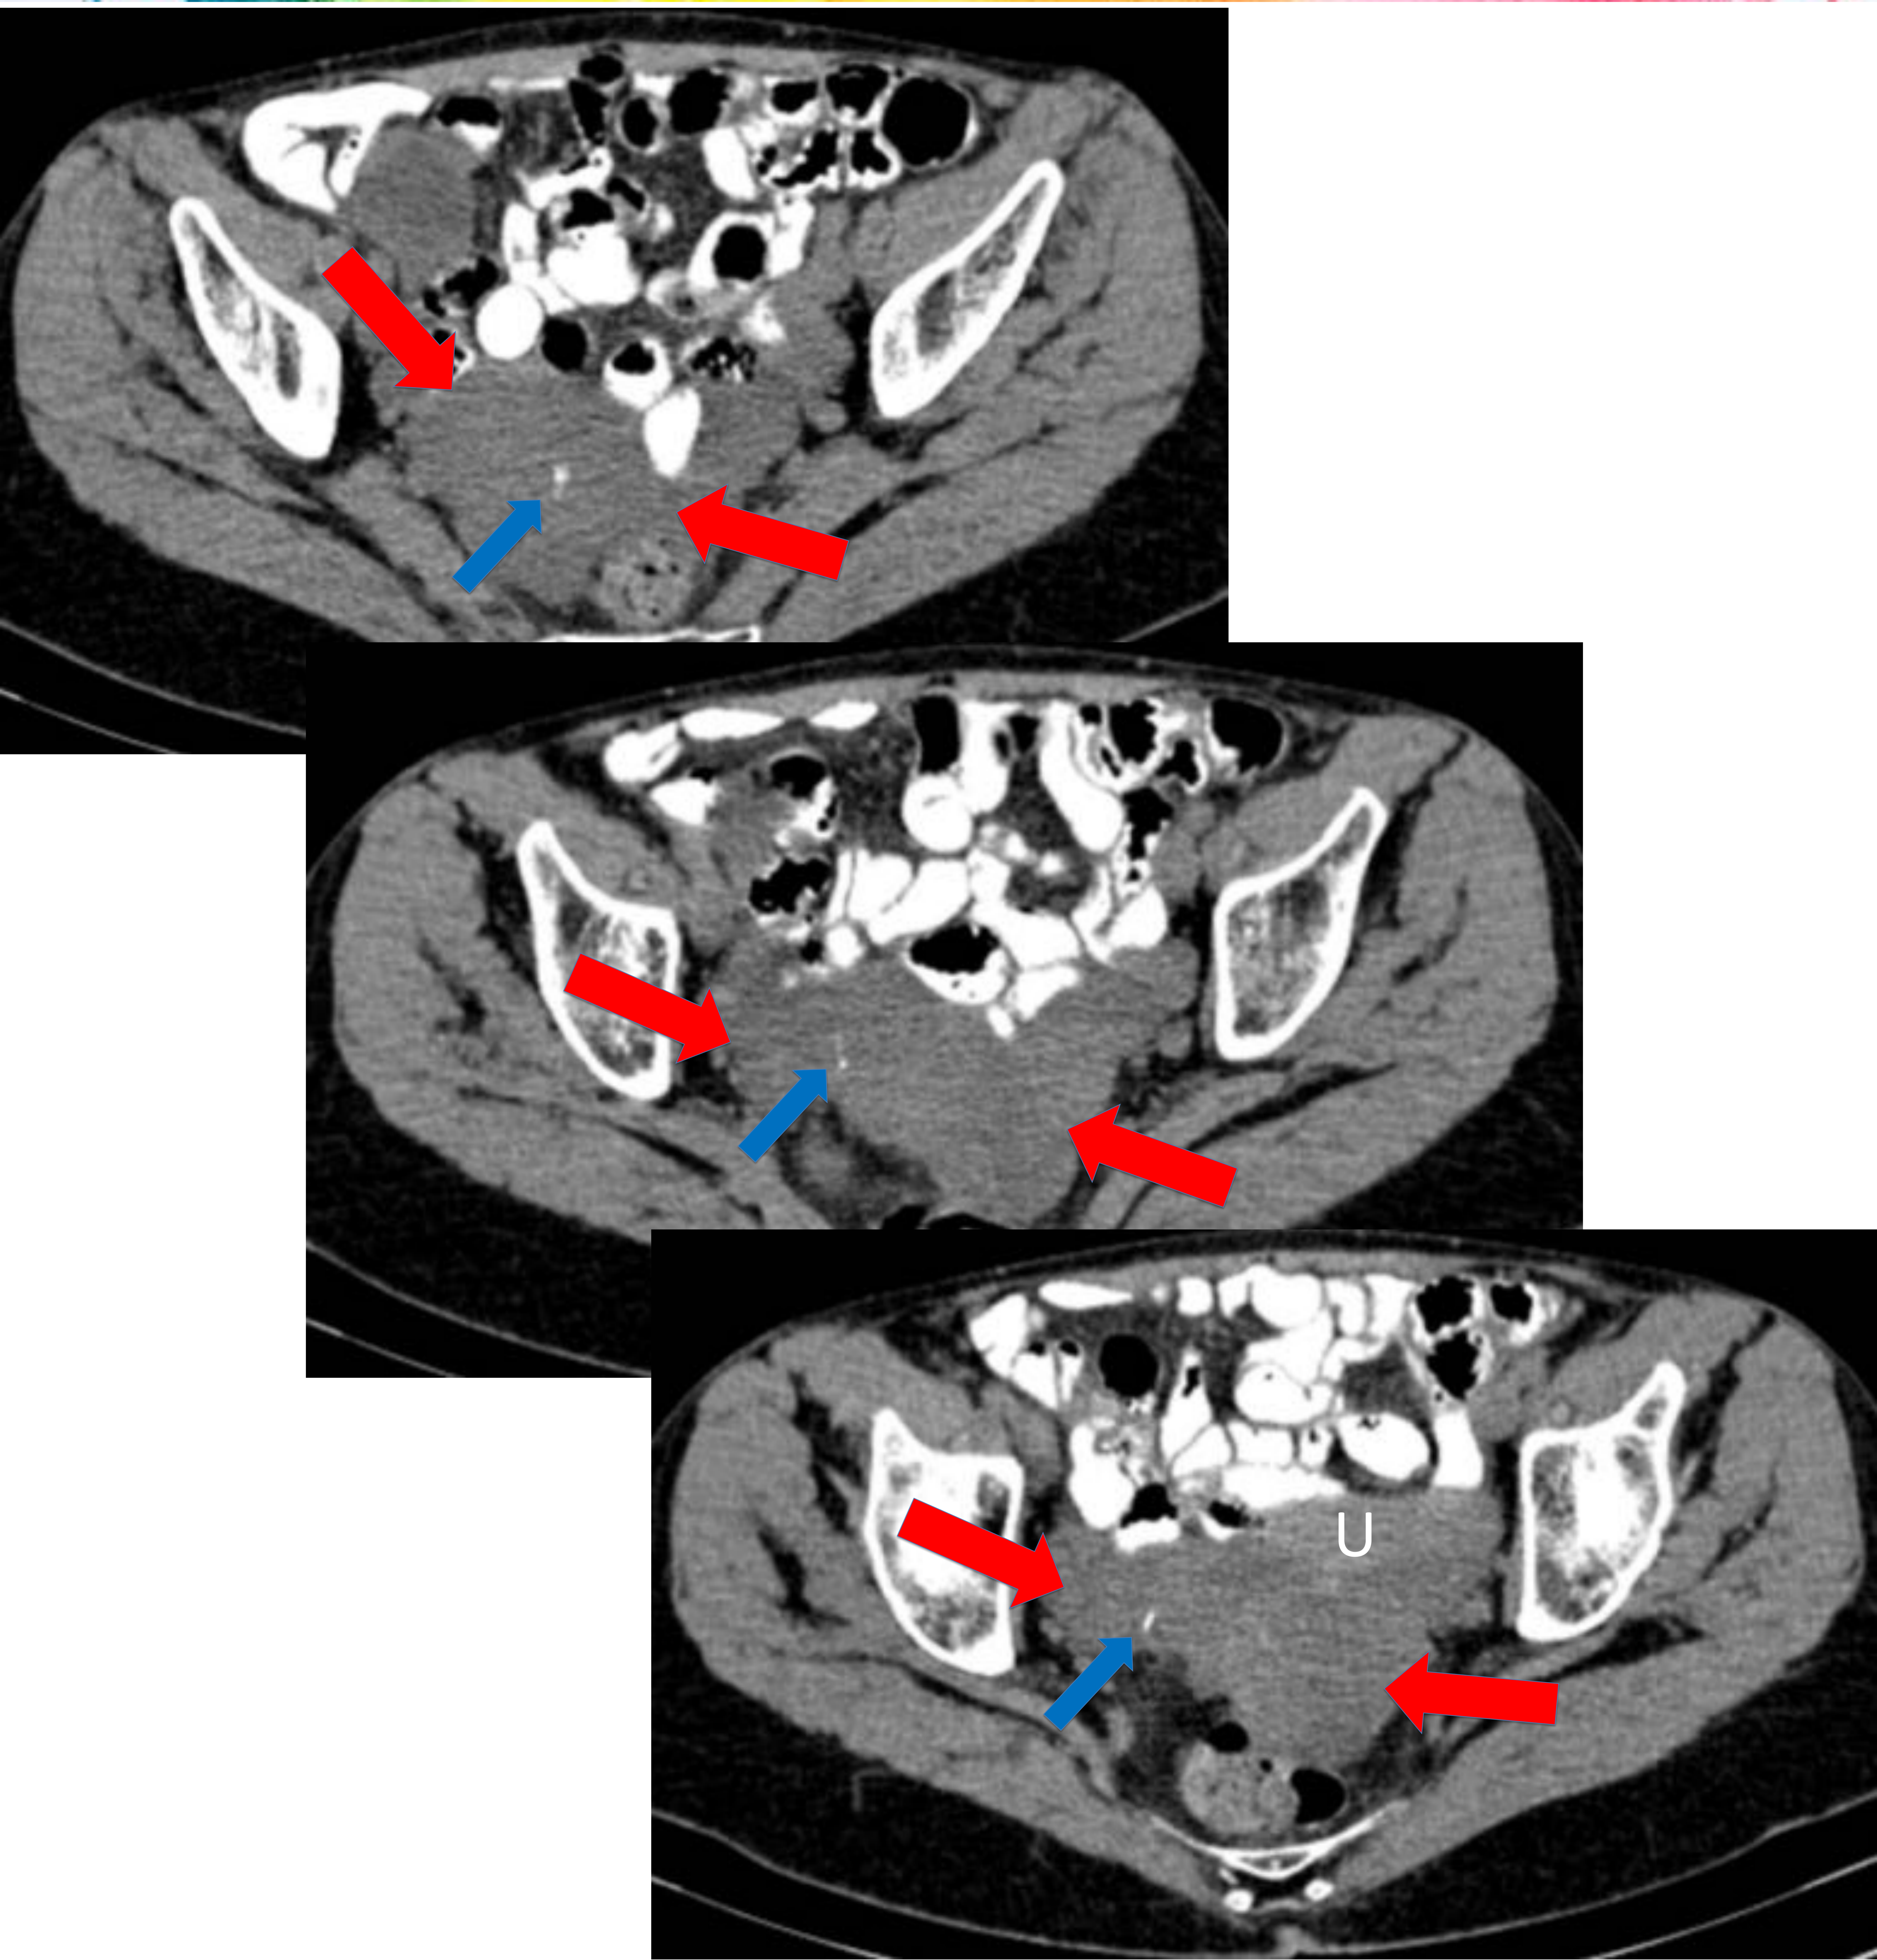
Misma paciente que figura 9. En el TC abdominal también se identifica una amplia colección en pelvis y fondo de saco de Douglas (flechas rojas) con calcificaciones de morfología puntiforme y arciforme (flechas azules). El útero (U) aparece desplazado por la colección hacia el lado izquierdo.
